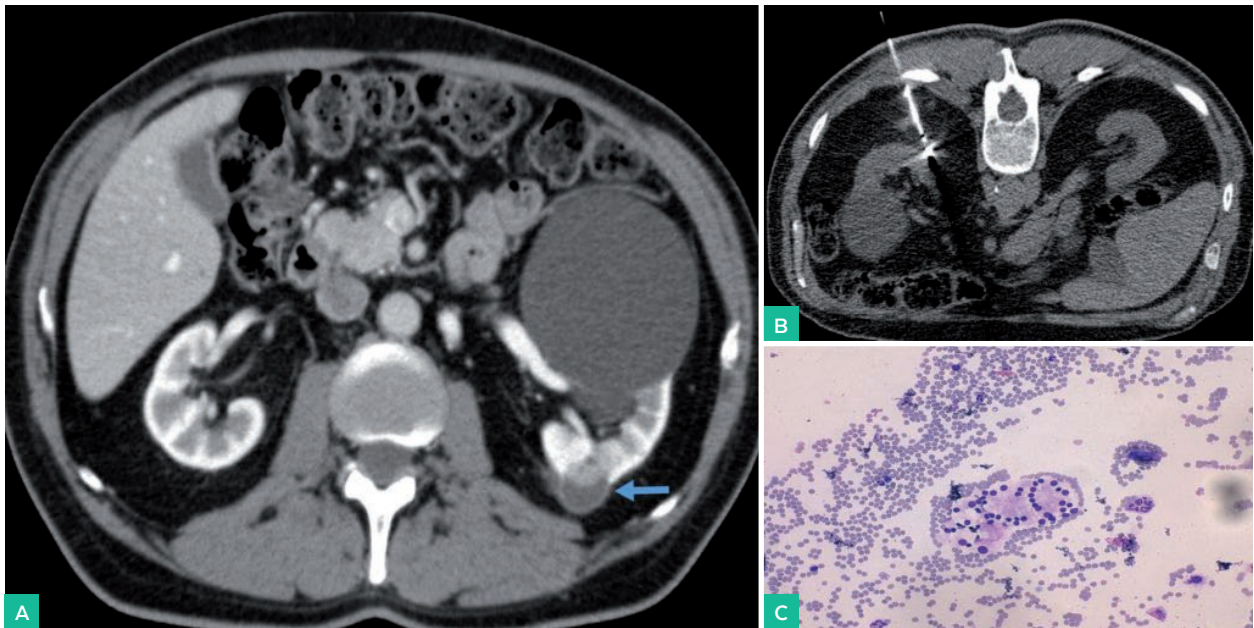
Carcinoma de células claras. A) Lesión sólido-quística de 24 mm localizada en región interpolar del riñón izquierdo (flecha). B) Se realiza biopsia percutánea guiada por TC con aguja de 18G a través de coaxial con el paciente en decúbito prono. C) Citología mostrando grupos de células tumorales con citoplasma vacuolado y bordes irregulares, compatible con CRCC (tinción de Papanicolau, x20).
